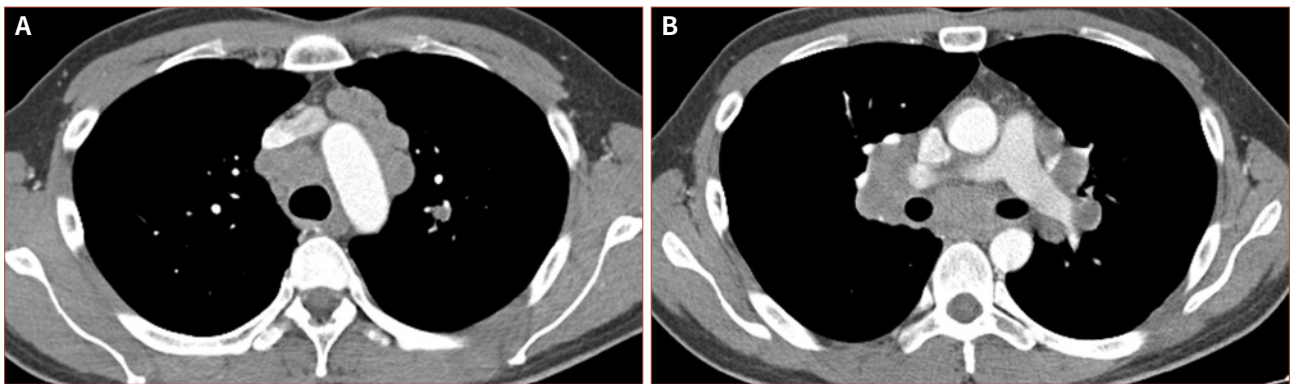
Sarcoidosis with characteristic lymphadenopathy on CT. Contrast-enhanced chest CT at the level of aortic arch in a 31-year-old man with sarcoidosis shows homogeneously enhancing, enlarged right paratracheal and left paraaortic lymph nodes. CT scan at the level of the bronchus intermedius shows enlarged bilateral hilar and subcarinal lymph nodes.
